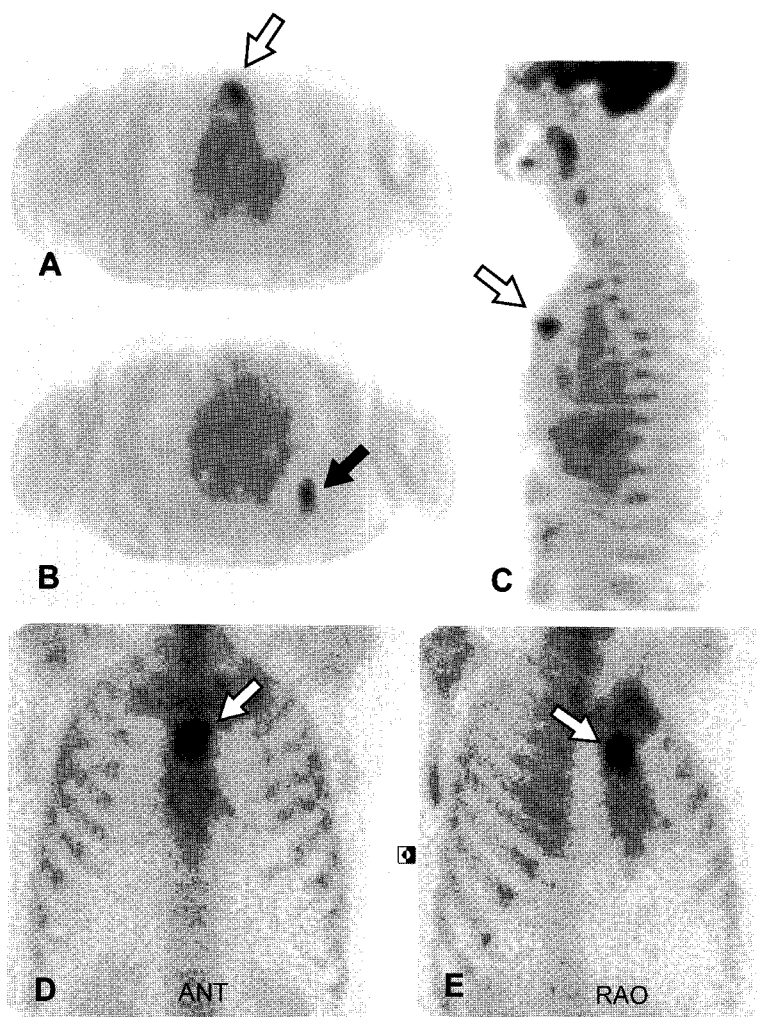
Whole body ^{18}F -FDG PET (A-C) and $^{99\text{m}}\text{Tc}$ -HDP bone scan (D, E) performed for the evaluation of the lung cancer before surgery. The lung lesion of left lower lobe noted on CT scan reveals increased glucose metabolism (mSUV 3.3) on ^{18}F -FDG PET scan (A, B: transverse, C: sagittal images) and this finding is consistent with lung cancer (black arrow). In addition, another focal hypermetabolic lesion (maxSUV 3.4) of sternum is also noted on PET scan (white arrow). $^{99\text{m}}\text{Tc}$ -HDP bone scan (D: anterior, E: right anterior oblique views) shows intense uptakes in the body of sternum and sternomanubrial joint (white arrow). ^{18}F -FDG PET and $^{99\text{m}}\text{Tc}$ -MDP bone scan failed to distinguish metastatic bone lesion from the inflammatory one, particularly in the patient without predisposing condition for osteomyelitis of sternum. *maxSUV=maximum SUV
